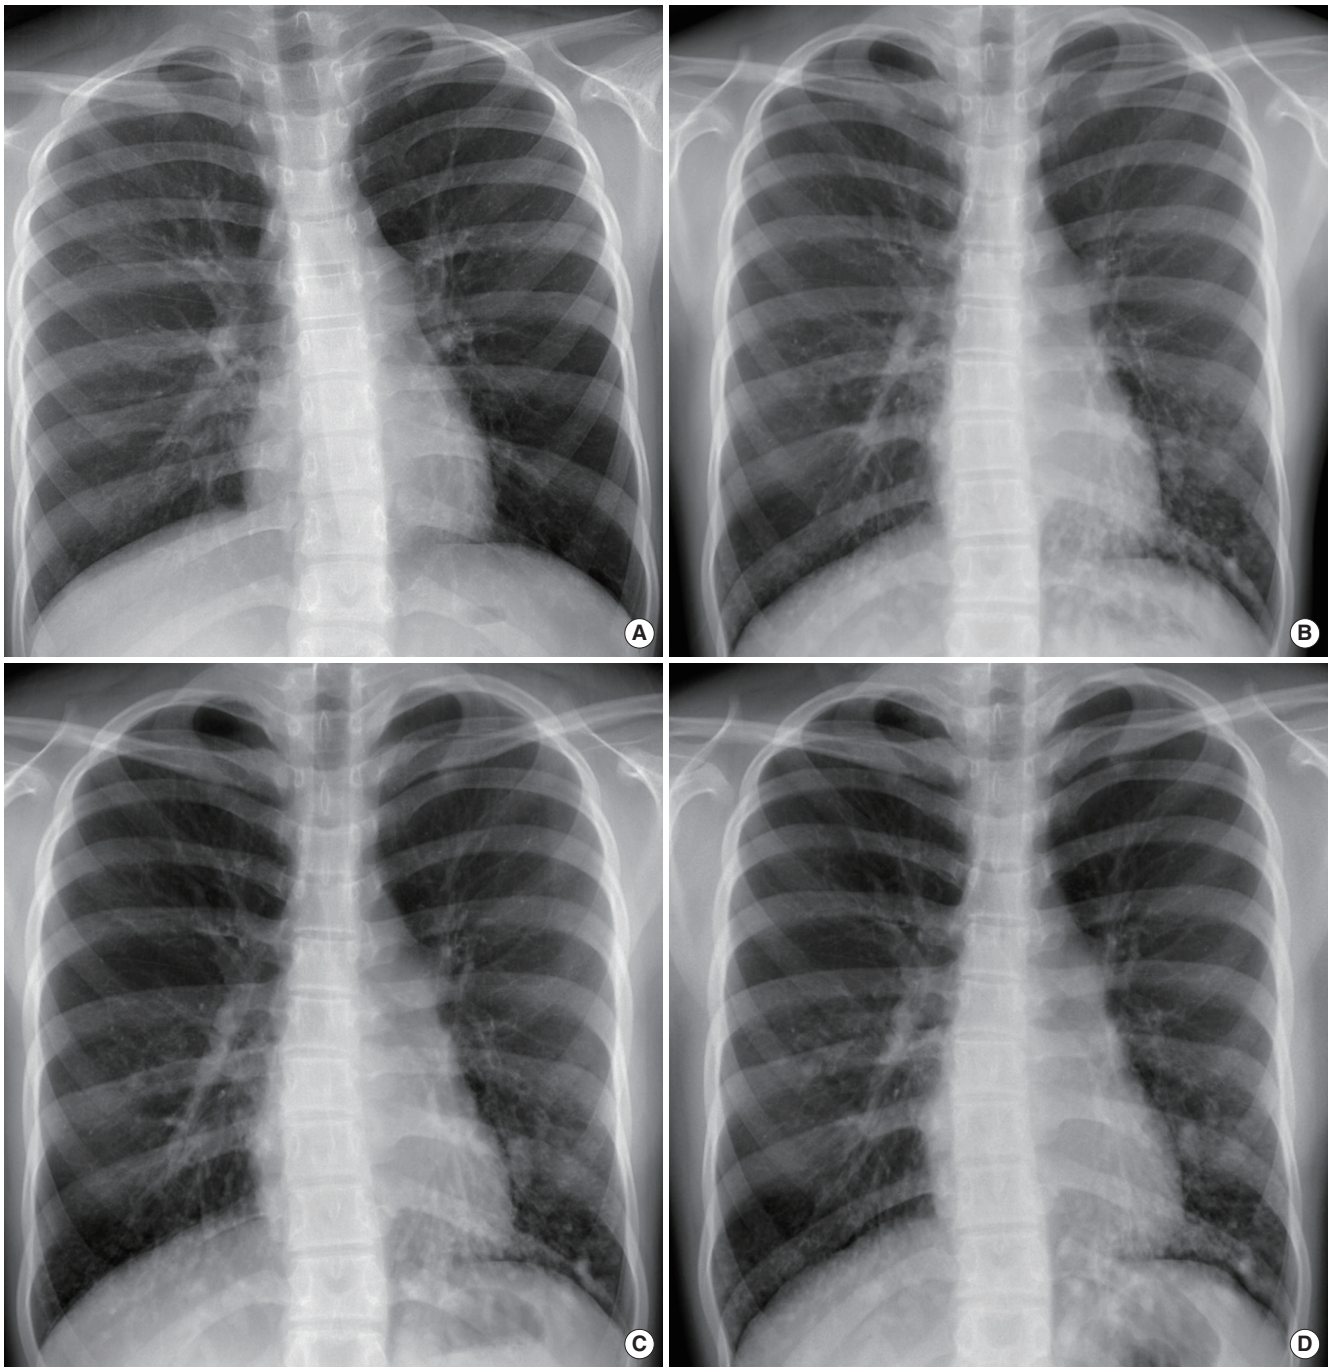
Serial change of chest x-ray (A) in 2009; 4 years before diagnosis (B) in 2013; at initial diagnosis (C) in 2014; before treatment (D) in 2015; a year after treatment.
